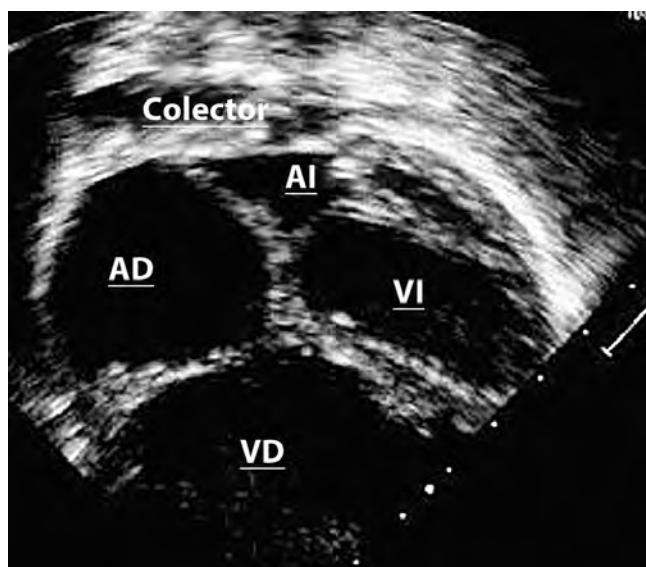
Ecocardiograma bidimensional en imagen de cuatro cámaras; muestra la dilatación de las cavidades derechas y por arriba del atrio izquierdo el colector venoso pulmonar dilatado, que no se conecta al atrio izquierdo.
